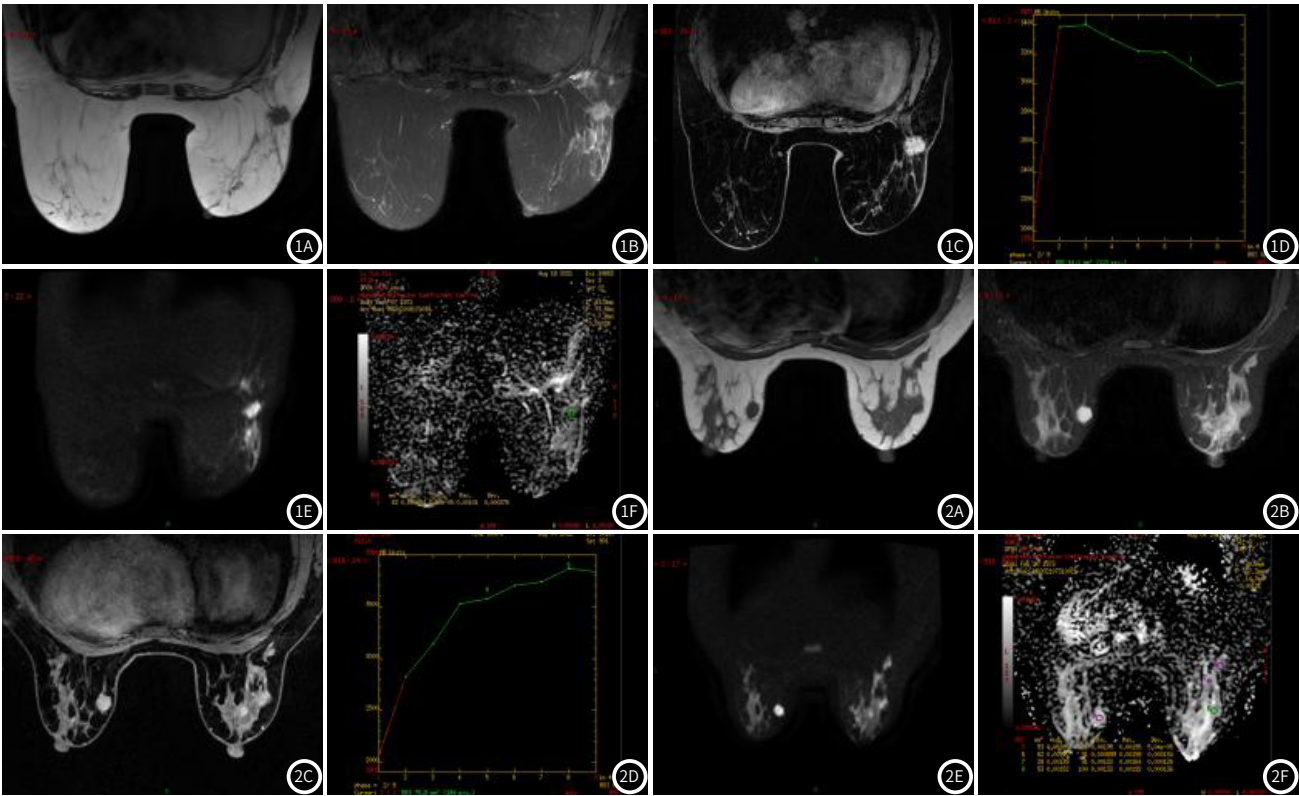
~图1F 右乳浸润性乳腺癌。图A、图B平扫示:右乳外上象限类圆形肿块,边缘呈分叶状改变,周围毛刺影,病变呈长T₁、稍长T₂信号。图C、图D增强及TIC曲线示:右乳外上象限肿块明显强化,TIC曲线:III型(下降型)曲线。图E、图F:DWI、ADC图:右乳外上象限肿块DWI呈高信号,ADC值约0.654×10⁻³mm²/s,提示弥散受限。图2A~图2F 左乳纤维腺瘤。图A、B平扫示:左乳内象限类圆形肿块,边界清楚、锐利,呈长T₁、长T₂信号。图C、D增强及TIC曲线示:左乳内象限肿块中度强化,TIC曲线:I型(上升型)曲线。图E、F:DWI、ADC图:左乳内象限肿块DWI呈高信号,ADC值约1.85×10⁻³mm²/s,弥散不受限。
